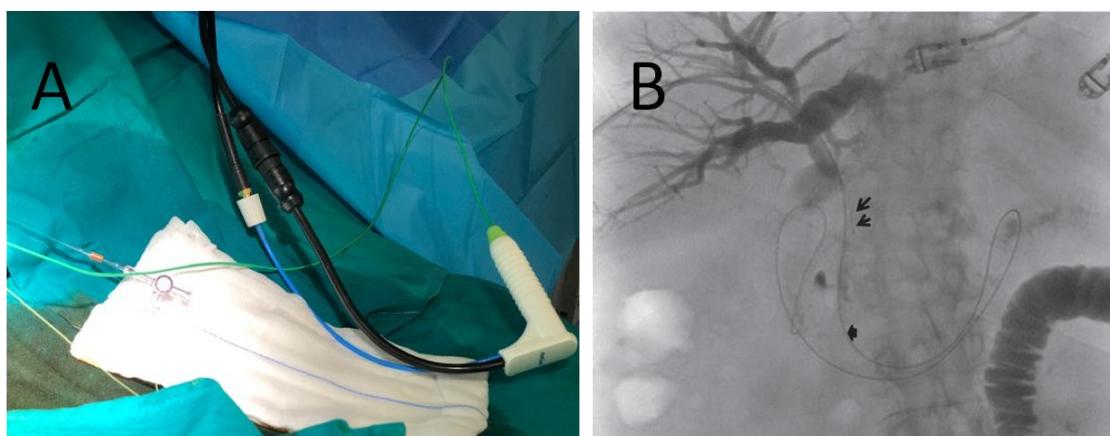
A. Detalle técnico del paso con antena de microondas. B Imagen en radiografía
